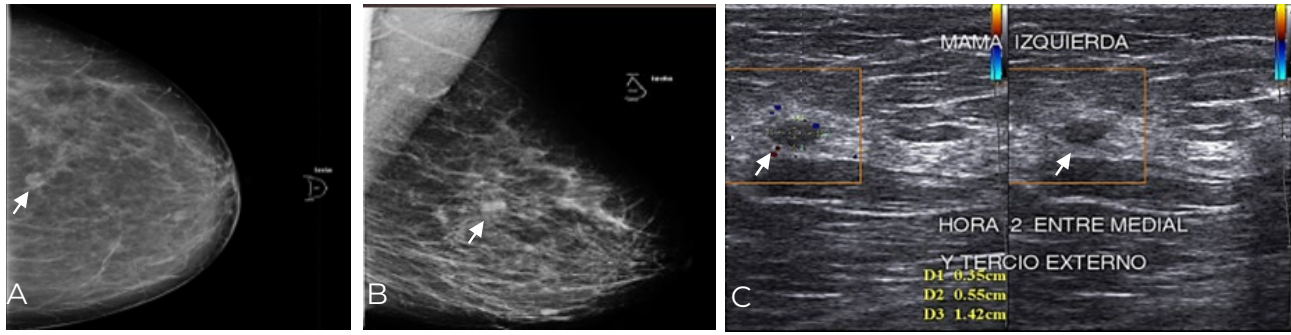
Paciente femenina 51 a. Mamografía izquierda en proyecciones cráneo caudal (CC) y medio lateral oblicua (MLO), ecografía mamaria izquierda: se observa tejido fibroglandular con moderado tejido adiposo sustitutivo. A-B. Mamografía: imagen nodular dominante, bordes bien definidos, ubicada en CSE midiendo 0,8 cm (indicador flecha blanca). C. Ecografía con efecto *doppler* color: se observa imagen ovalada, hipoecoica, de borde definido, avascular, ubicada en hora 2 cuadrante superior externo (CSE) entre tercio medial y externo, que mide 5 mm x 3 mm, en relación con lesión de aspecto sólida benigno (indicador flecha blanca). BIRADS 3.
